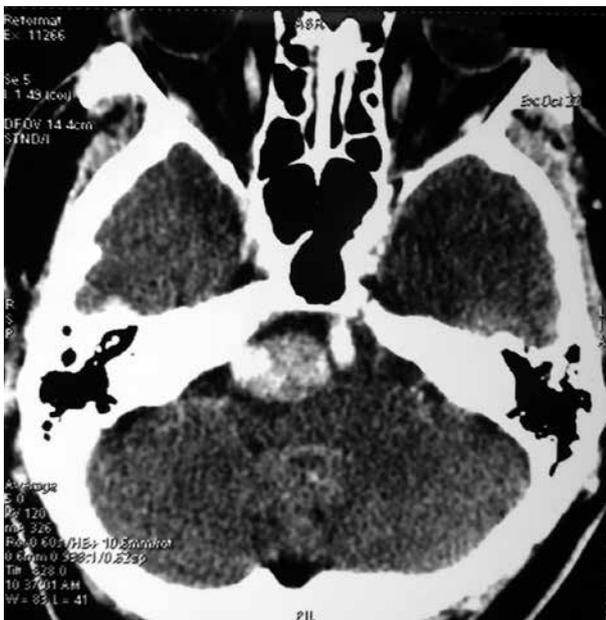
МСКТ головного мозга пациента С. до операции с контрастным усилением, в аксиальной проекции. Опухоль неоднородно интенсивно накапливает контрастный препарат
